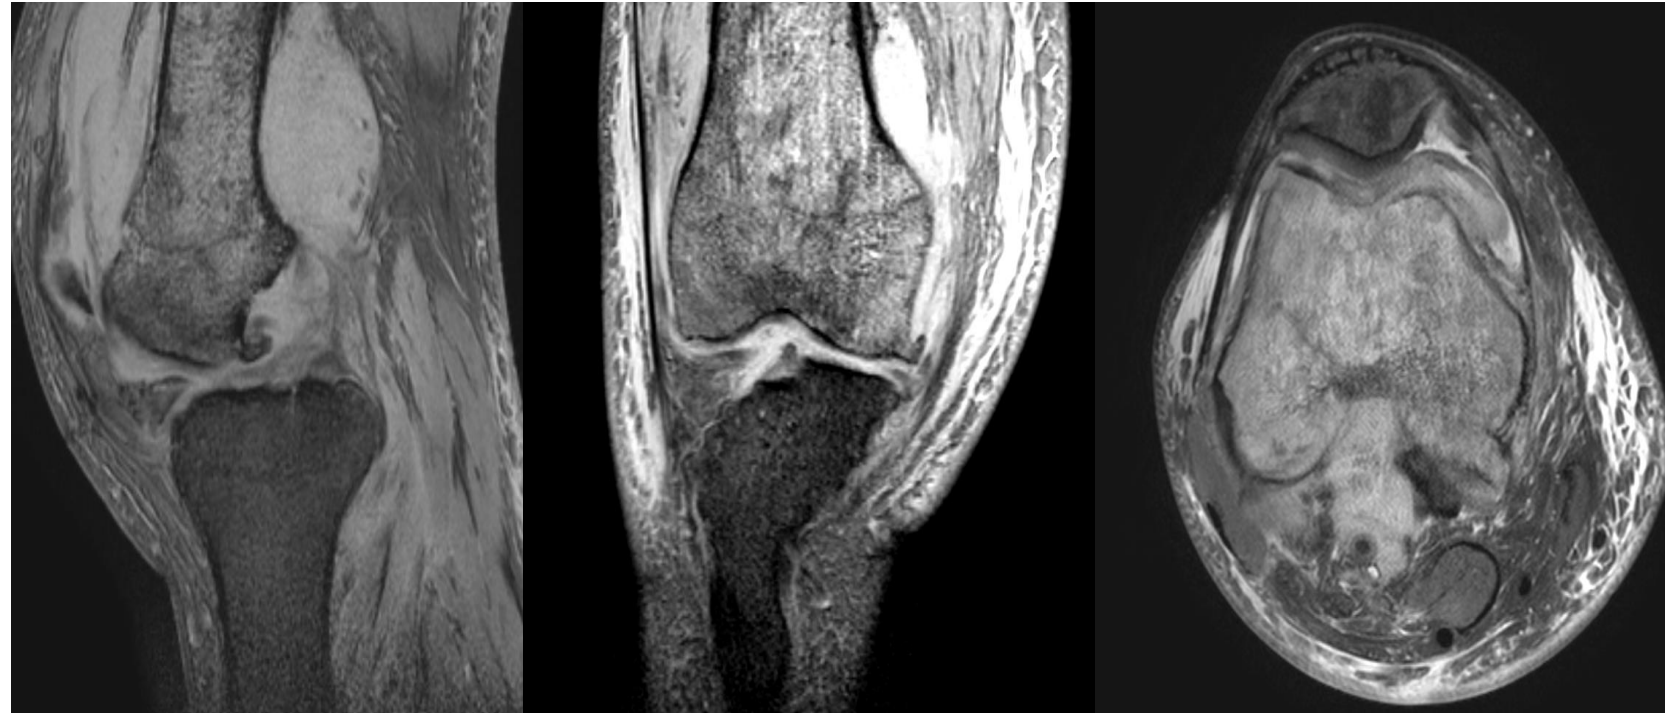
Imagen de Resonancia Magnética Nuclear en cortes sagital, coronal y axial, que muestra una lesión de partes blandas en el tercio distal del muslo con una alteración difusa de la intensidad de la médula ósea en el fémur compatibles con una alteración neoplásica .
